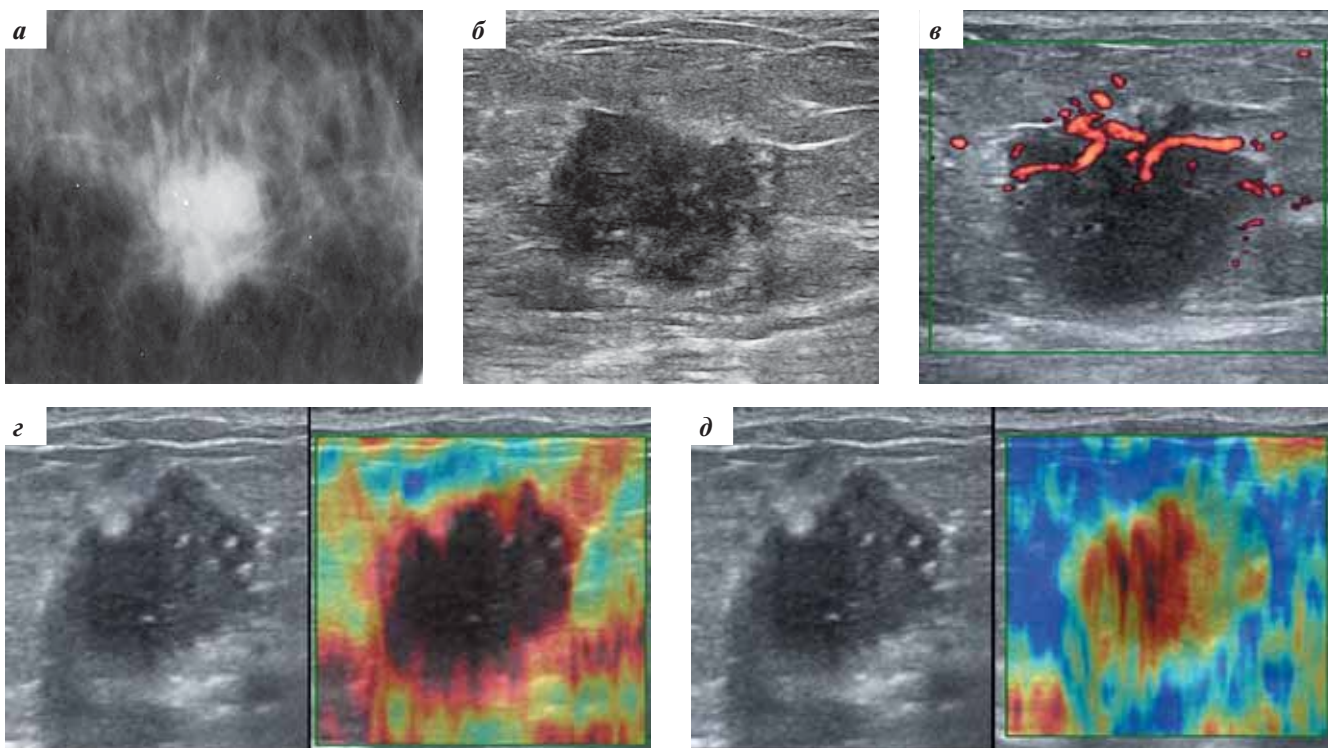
Пациентка А., 48 лет. Инвазивный протоковый РМЖ: а – фрагмент маммограммы: определяется опухолевый узел неправильной формы с тяжистыми контурами с наличием микрокальцинатов в самой опухоли и в смежных областях; б – УЗИ МЖ в В-режиме; в – доплеровское картирование; г – качественная эластография, эластограмма соответствует 4-му типу по Ueno; д – качественная эластография, эластограмма соответствует 3-му типу по Ueno
